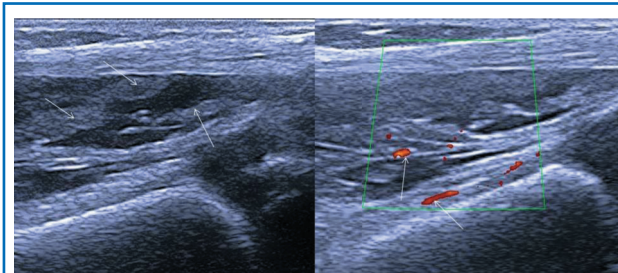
УЗИ пациента с ПВНС коленного сустава (собственные наблюдения): выраженная пролиферация (слева) и гиперваскуляризация (справа) синовиальной оболочки (ворсинки) по данным энергетического доплера (указано стрелками).
